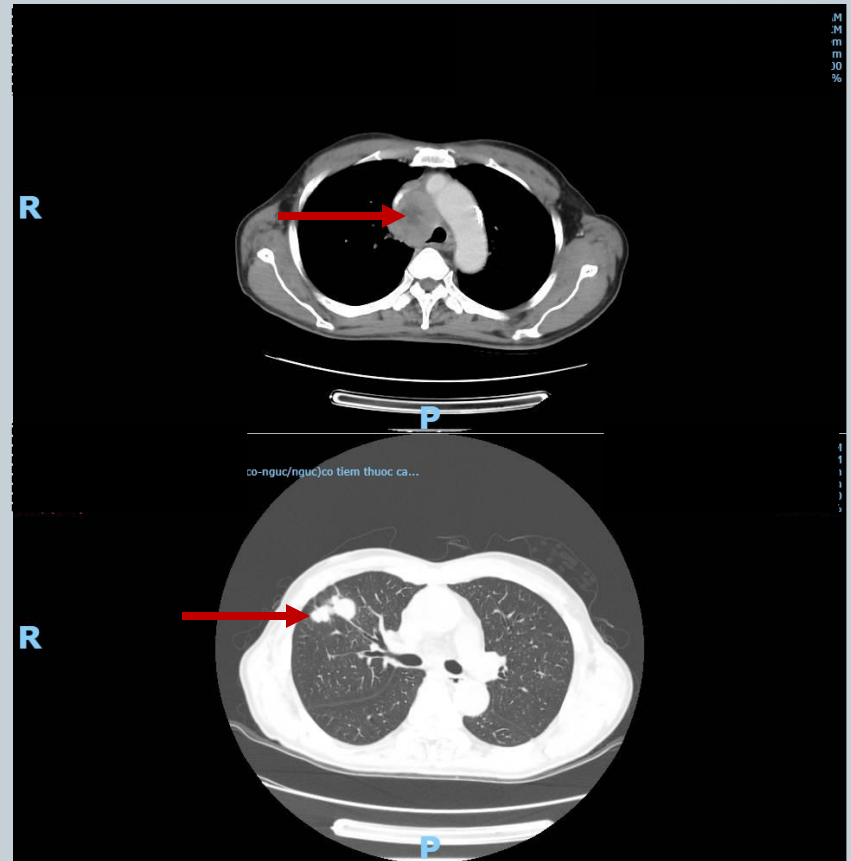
Hình ảnh điển hình của ung thư phổi trên X-quang và CT ngực
